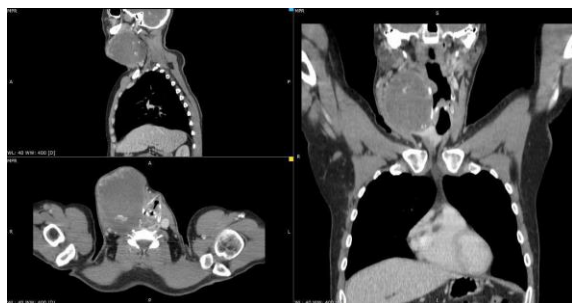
CT cervico -toracic cu substanță de contrast: laterocervical drept o formațiune expansivă bine delimitată, cu o capsulă proprie, structură neomogenă mixtă solidă cu unele calcificări amorfe și predominant lichidă, cu priza de contrast la nivelul componentei solide, de 121/91/98 mm; leziunea prezintă focare hemoragice (hiperdensități liniare și focale). Formațiunea ajunge superior la ramul orizontal al mandibulei, inferior la claviculă, lateral bombează subcutanat, medial deviază traheea și laringele spre stânga, amprentează hipofaringele, insinuându-se între hiod și tiroid, amprentează lobul tiroidian drept și postero-lateral are raporturi cu pachetul vascular al gâtului, comprimând vena jugulară internă cui plan de separație.
